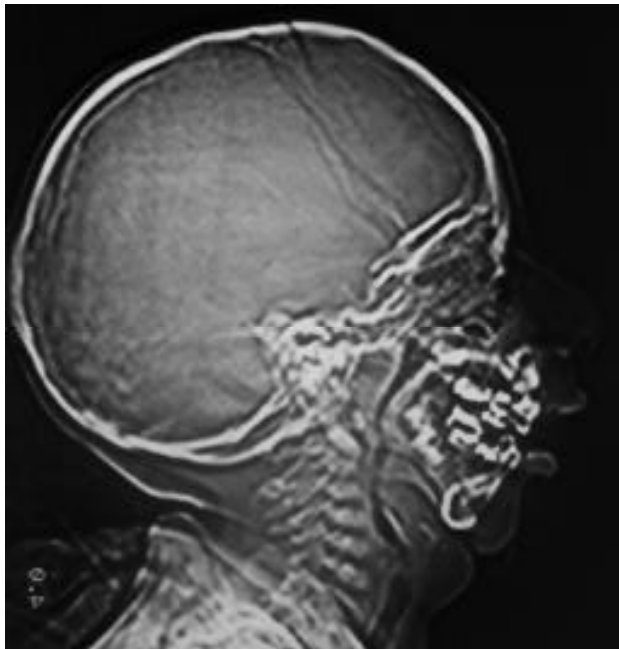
Tomografía lateral de cráneo que muestra el trayecto tortuoso de la vía respiratoria desde las narinas hasta la tráquea.
